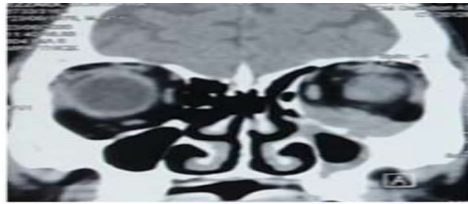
TDM massif facial, coupe coronale objectivant une masse du plancher de l'orbite avec une lyse osseuse
